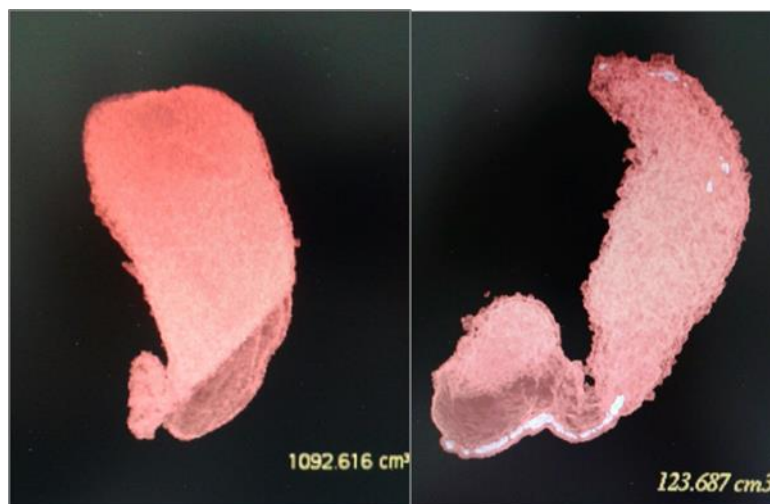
Imatge del TC amb estimació del volum gàstric abans i després de la cirurgia. Unitats expressades en cc.
